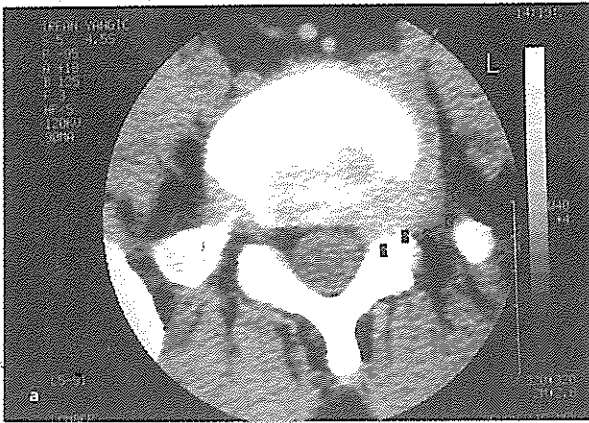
a. Varicose foraminal vein (arrows) is seen as a soft tissue density similar to disc extending with in left neural foramen to far lateral at L5-S1 level on CT.
